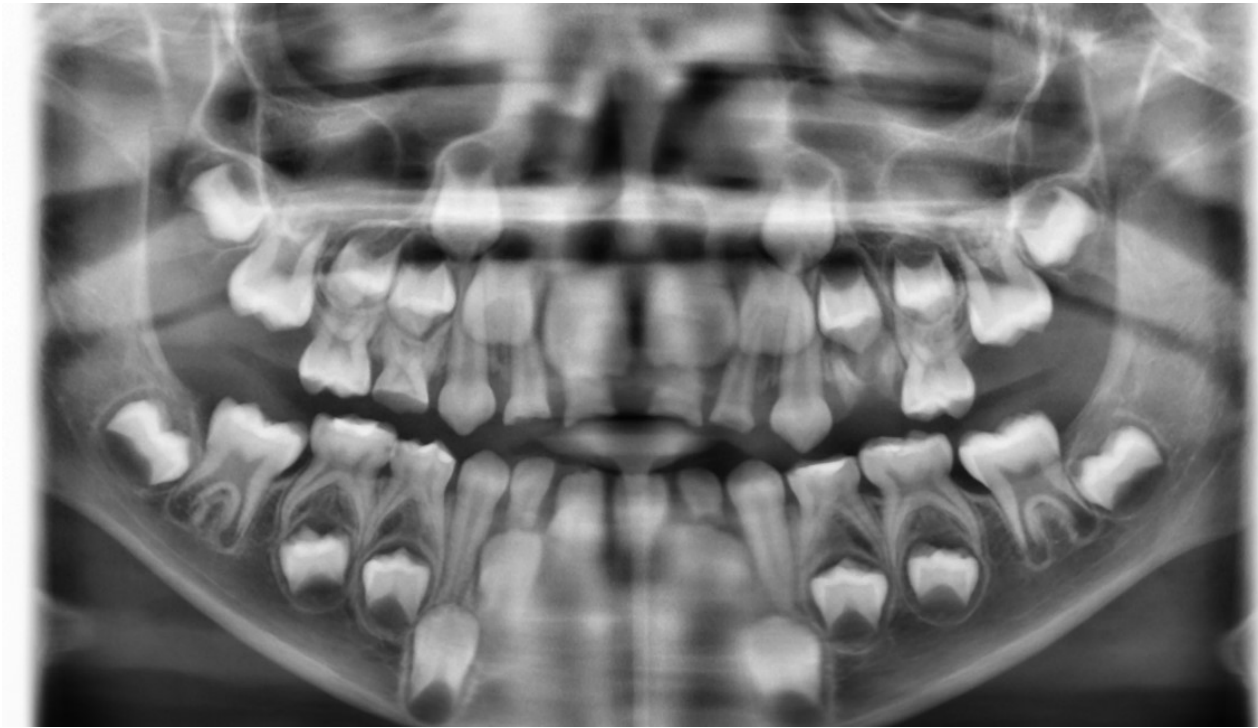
Ortopantomografia
